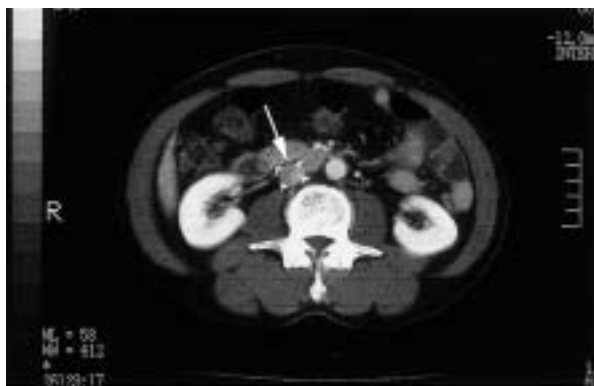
Computed tomography scan with contrast medium in the venous phase on March 18, 2004, showing thrombus trapped in the vena cava filter (arrow)
